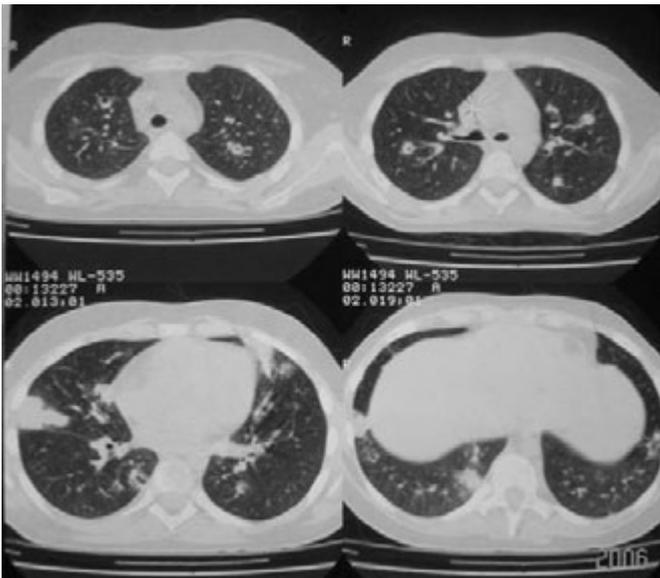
КТ легких с признаками инвазивного аспергиллеза
